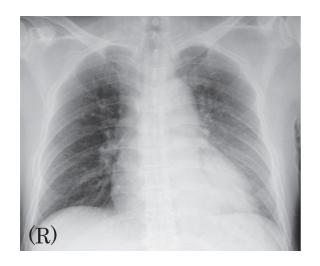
A chest roentgenogram on admission.
